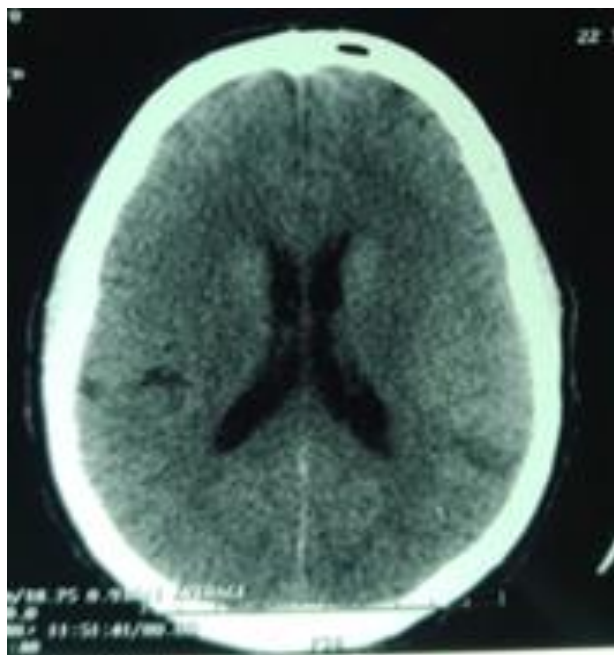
Non-injected brain CT scan, axial section of a left frontoparietal tuberculous abscess.
